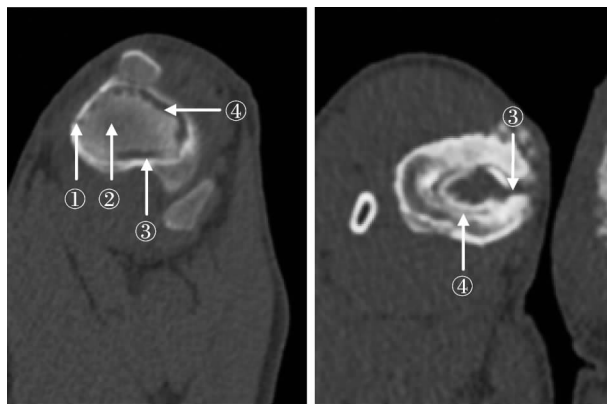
RFA 后 5 周胫骨骨端 CT 图像(① 消融针道;② 尚 CT 图像 (③ 电极针道;④ 未吸收的消融坏死灶内骨质; 新生骨质) ③ 消融灶边缘的骨质硬化带; ④ 消融坏死灶边缘的骨质吸收带)
